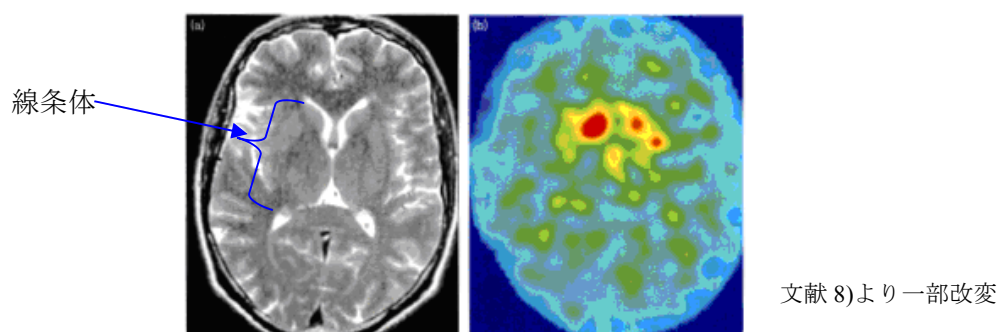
PD 患者における MRI 画像（左）及び本剤による DAT シンチグラフィ（右）
